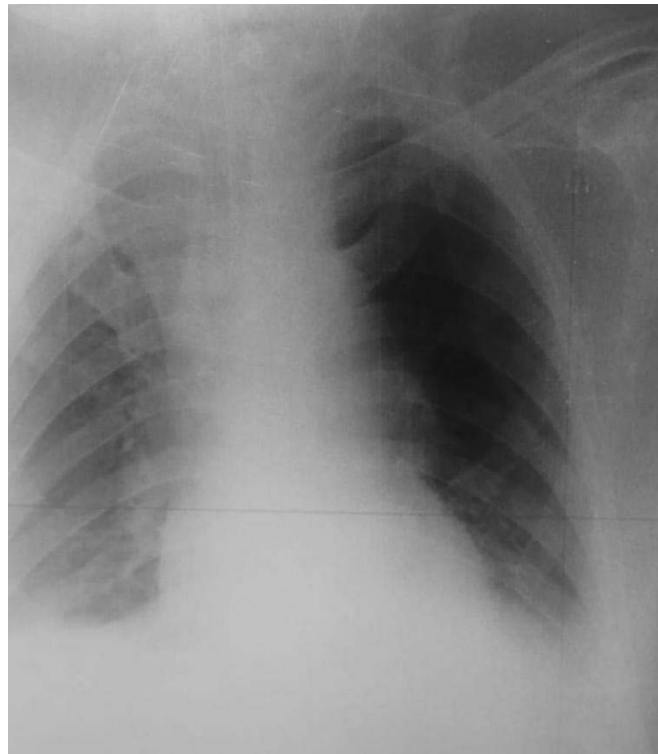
Radiographie thoracique: Foyers de contusions.
